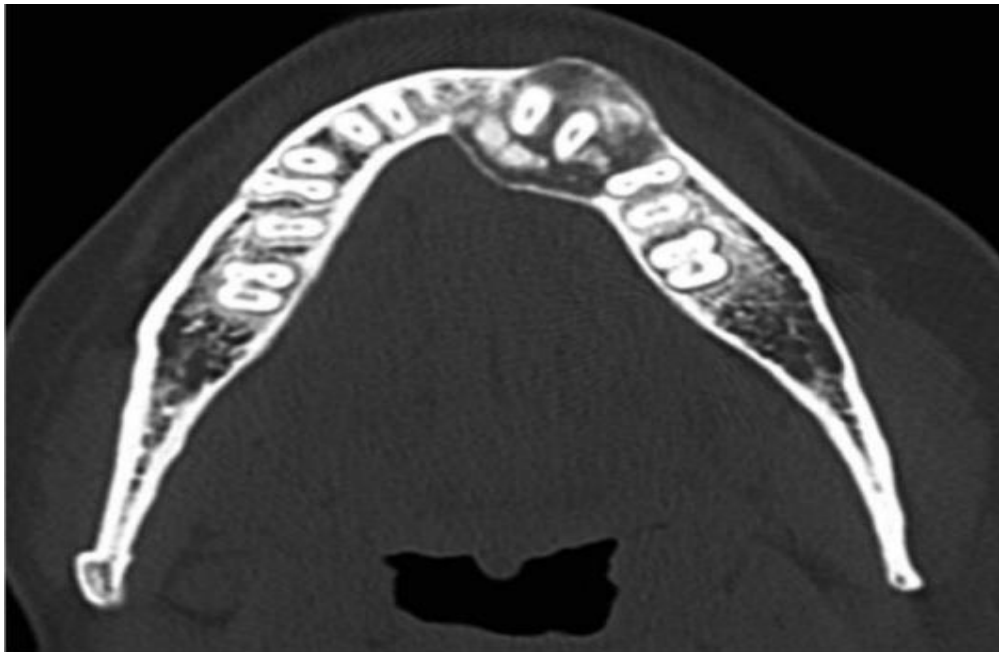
Mainville GN; Turgeon DP; Kauzman A. (2017). Fibroma osificante. Paciente mujer de 52 años. Una vista axial de una tomografía computarizada que muestra una lesión mixta bien delimitada con radiopacidades centrales rodeadas por un borde radiotransparente, que causa expansión cortical bucolingual en la parte anterior de la mandíbula izquierda y desplazamiento del diente.(Cortesía del Dr. Michael Pharoah).
